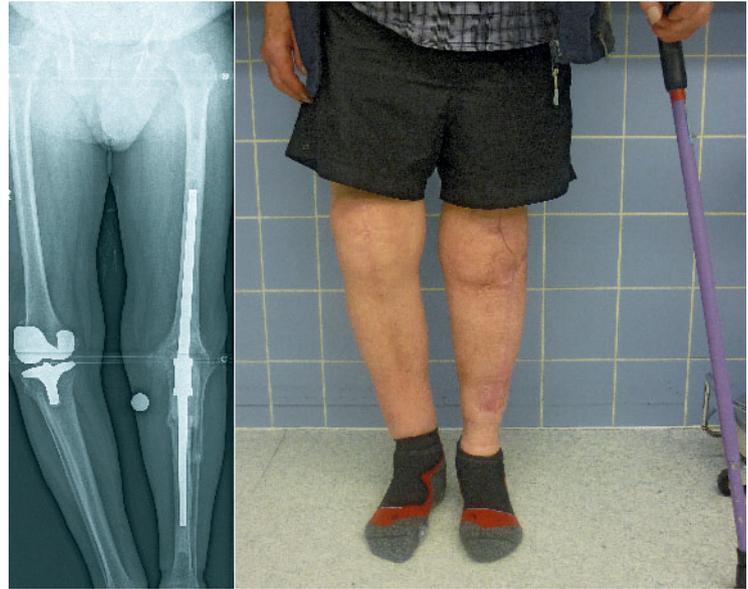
Röntgenbefund und klinisches Bild bei einliegender Kniegelenk-arthrose links nach Fraktur und Infektsituation
